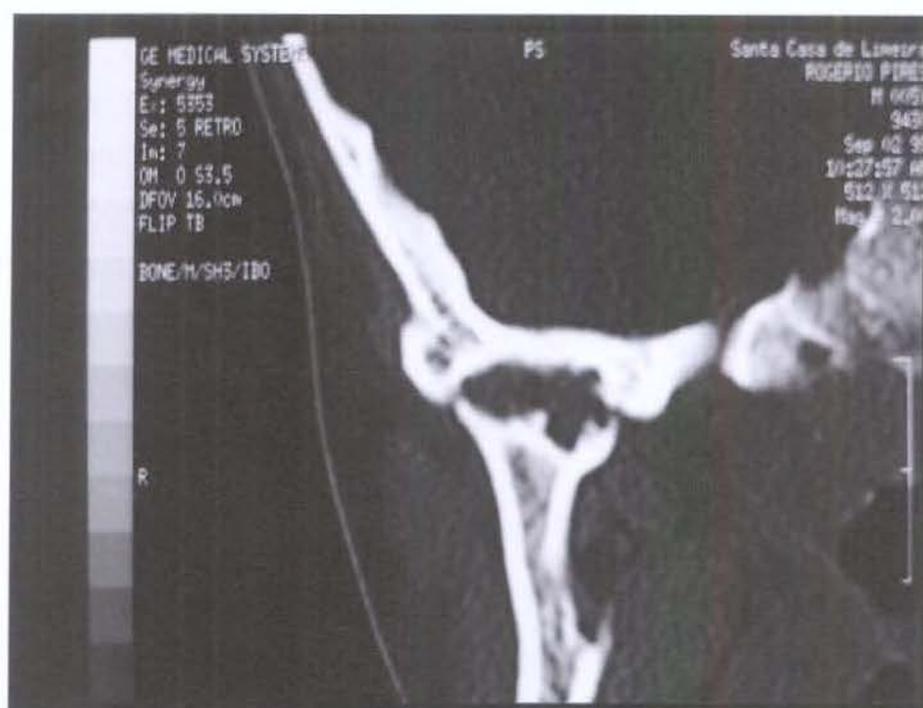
Tomografia computadorizada – zoom
